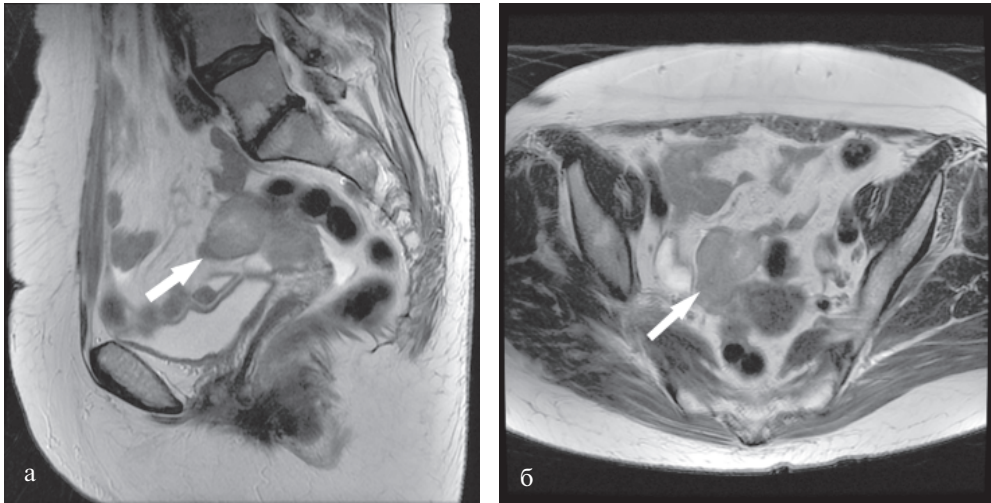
1б. МРТ органов малого таза с внутривенным усилением: новообразование (стрелки)
